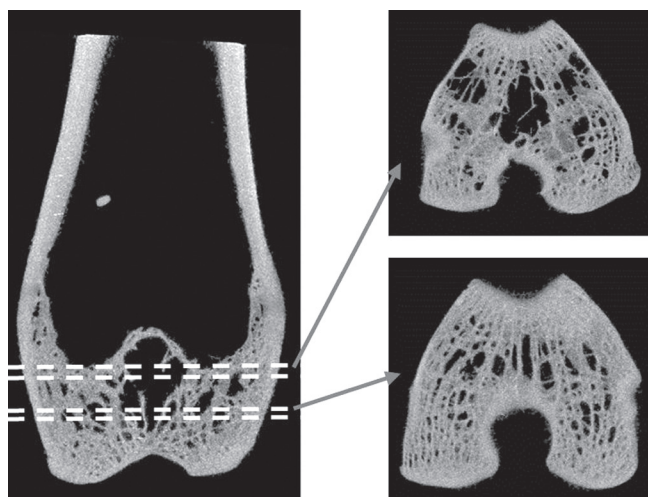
Вариативность структуры дистального эпифиза бедренной кости, КТ-реконструкция с толщиной среза 1 мм
